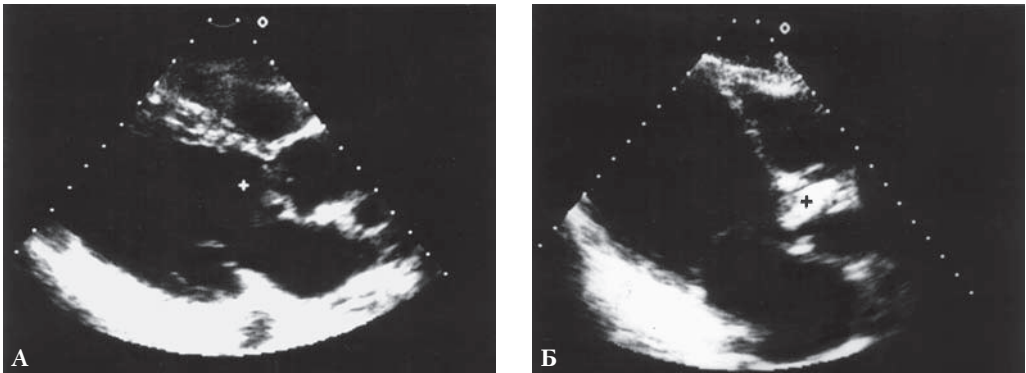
Эхокардиографическая картина инфекционного эндокардита при аортальной локализации. А – первичный инфекционный эндокардит. Вегетации на створках аортального клапана (+), пролабирующие в выводной тракт левого желудочка; Б – вторичный инфекционный эндокардит. Эхо-сигнал вегетации суммирован с сигналом кальциноза створок аортального клапана. Продольное сечение сердца из парастерального положения датчика.
